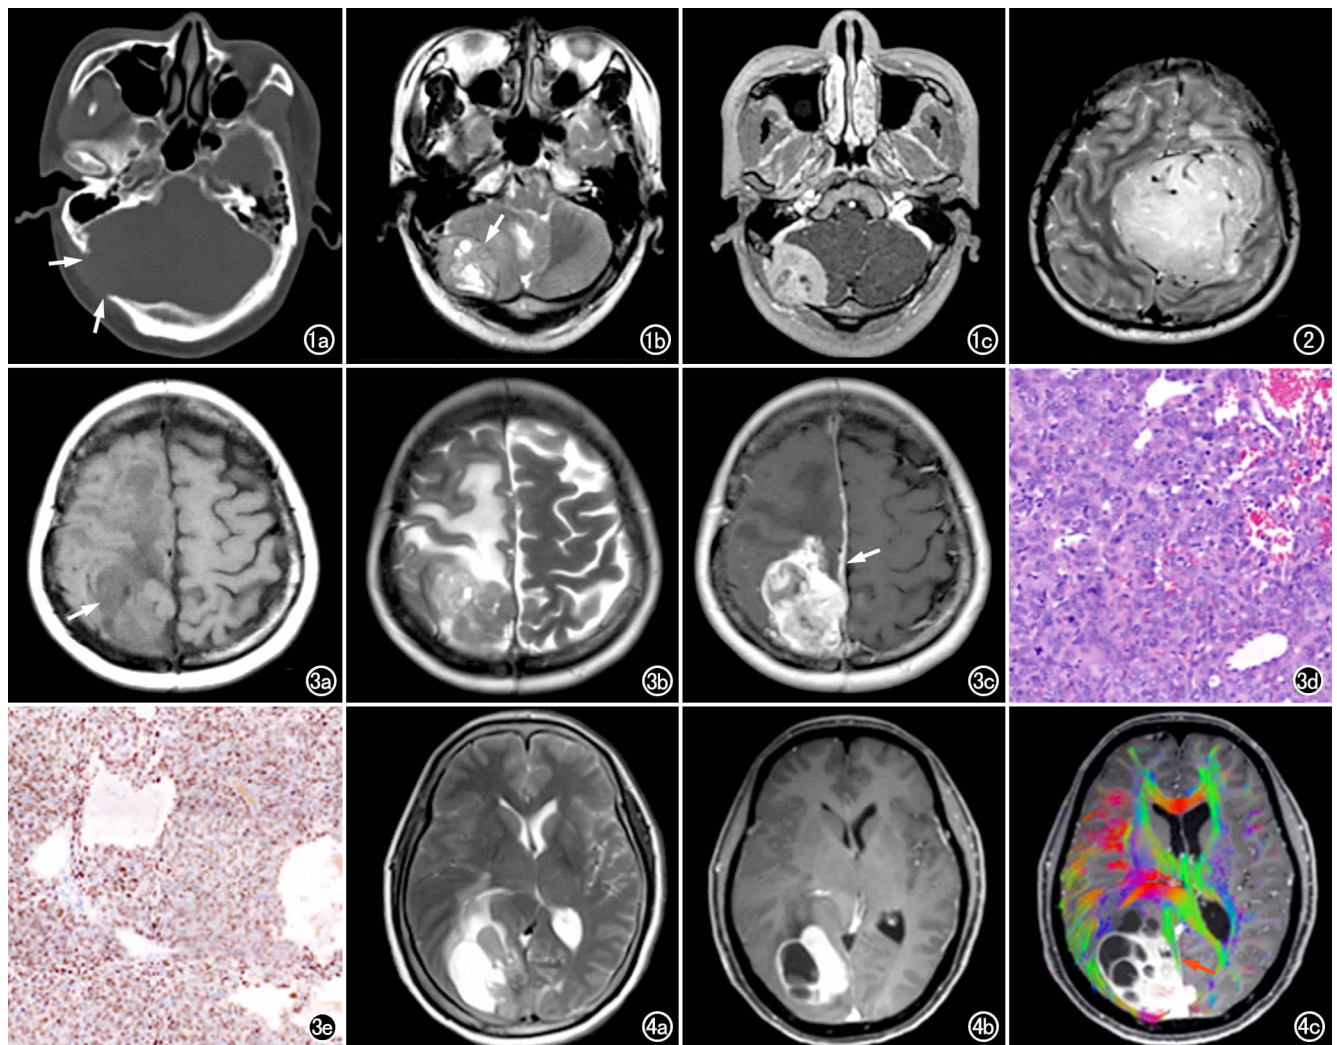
患者,男,38 岁,右小脑 SFT/HPC III 级。a)头颅 CT 骨窗图像,显示病灶邻近右侧枕骨骨质破坏(箭);b) T_2 WI 上病灶内信号不均(箭),可见小的囊变区呈高信号;c)增强扫描显示病灶呈不均匀明显强化。
